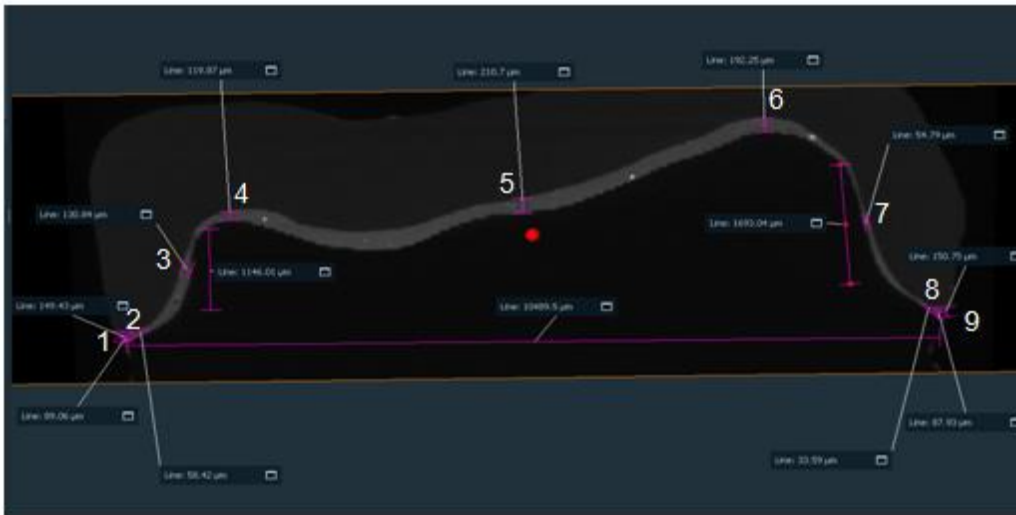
Captura da tela do *software* Amira-Avizo. Cortes transversais das imagens de Micro-CT com as medidas realizadas.
